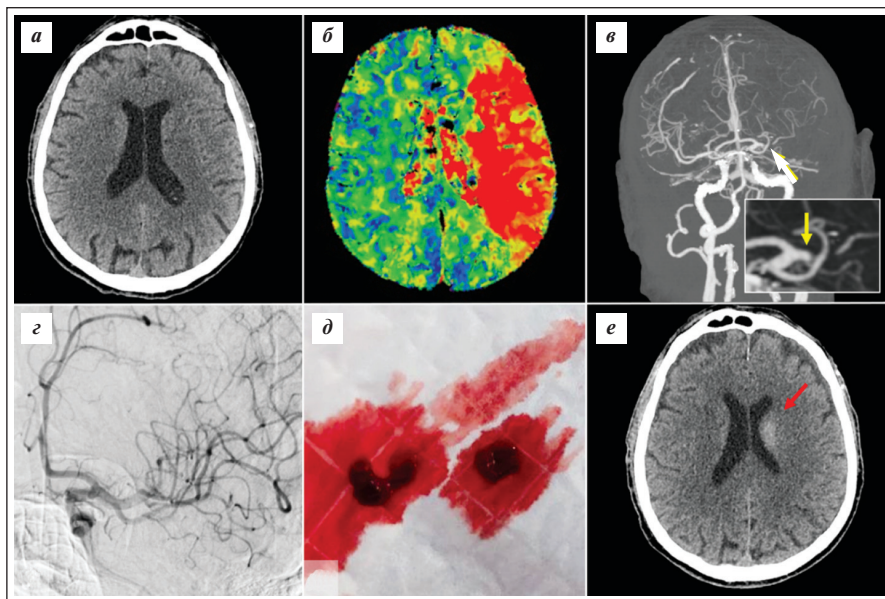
Клинический случай №2. «Хрупкий» пожилой мужчина 88 лет с постоянной формой ФП. ПОАК не принимал. Во время работы в огороде внезапно развились слабость в правых конечностях и нарушение речи. Поступил через 1,5 ч после развития симптомов с тотальной афазией и правосторонней гемиплегией, NIHSS – 21 балл. Выполнена КТ головного мозга (а – ранних ишемических изменений нет, ASPECTS 10 баллов), КТ-перфузия (б – обширная зона гипоперфузии в бассейне левой средней мозговой артерии) и КТ-ангиография (в – окклюзия сегмента М1 левой средней мозговой артерии, желтые стрелки). Проведена эндоваскулярная тромбэктомия, достигнута полная реканализация (г). Тромбоэмболы представлены на рис. 4, д. Сразу после реперфузионной терапии у пациента начали восстанавливаться движения в правых конечностях, через сутки пациент мог самостоятельно передвигаться по палате, речевые нарушения регрессировали (модифицированная шкала Ранкина – 1 балл). На контрольной КТ головного мозга через сутки выявлена геморрагическая трансформация по типу геморрагического инфаркта 2-го типа в глубоких отделах левого полушария без визуализации инфаркта головного мозга (е, красная стрелка). На 2-е сутки назначен апиксабан в дозе 5 мг два раза в день (масса тела – 68 кг, креатинин – 92 мкмоль/л, клиренс креатинина – 46 мл/мин)
